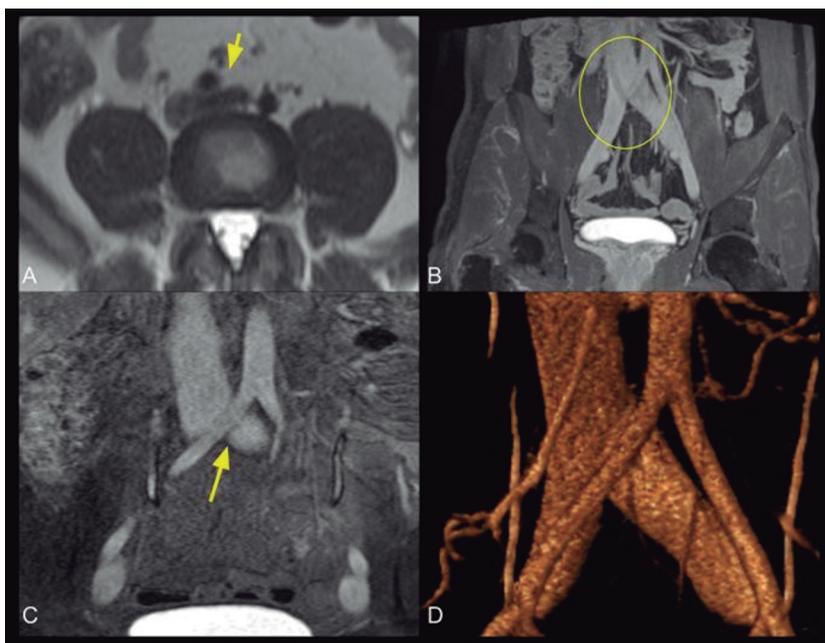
Resonancia magnética secuencia T2 plano axial (A), reconstrucción MPR en secuencia T1 con contraste EV (B) plano coronal, ampliación (C) y reconstrucción 3D (D), que evidencia compresión de vena iliaca primitiva izquierda por arteria iliaca primitiva derecha (flecha).
